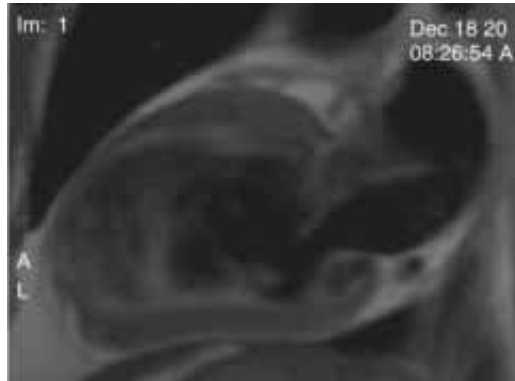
Imagen de dos cámaras en plano sagital obtenida con secuencia Spin-Eco, se observa un infarto anterior y apical, dentro del ventrículo izquierdo se observa una imagen hiperintensa heterogénea que corresponde a turbulencia secundaria a un aneurisma apical, esta imagen es la equivalente al fenómeno de contraste espontáneo descrito en ecocardiografía.
